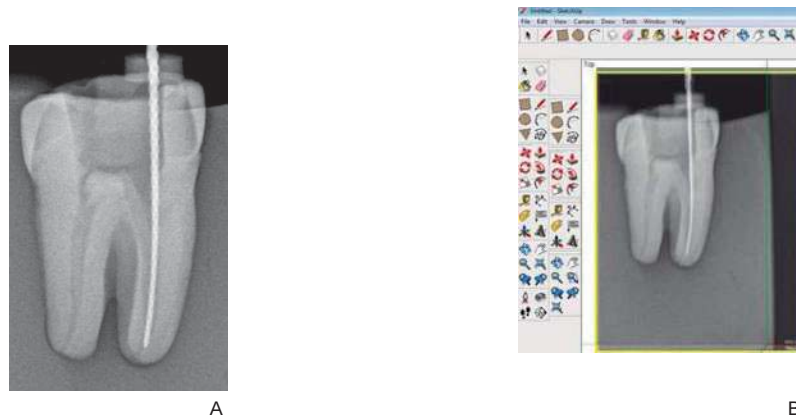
(A) Radiografía final con la lima #40 (B) Superposición de la radiografía inicial con la primer lima de ajuste apical y la radiografía con la lima final #40 para analizar el grado de transportación al finalizar la preparación, empleando el programa Sketch Up 7. Fuente: Directa.
